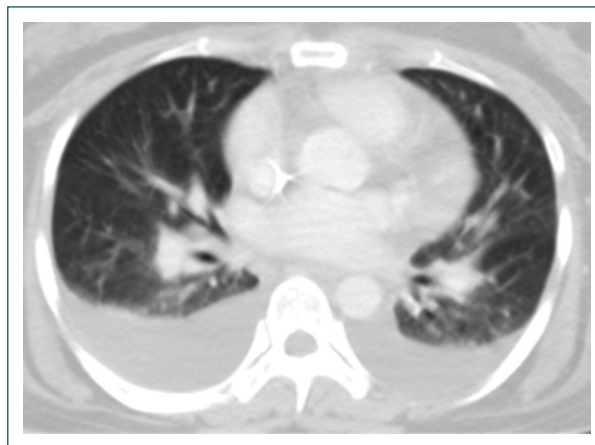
Tomografía de tórax en ventana pulmonar de la paciente del segundo caso. Se observa derrame pleural bilateral con atelectasias pasivas en los segmentos posterobasales de los lóbulos inferiores.
